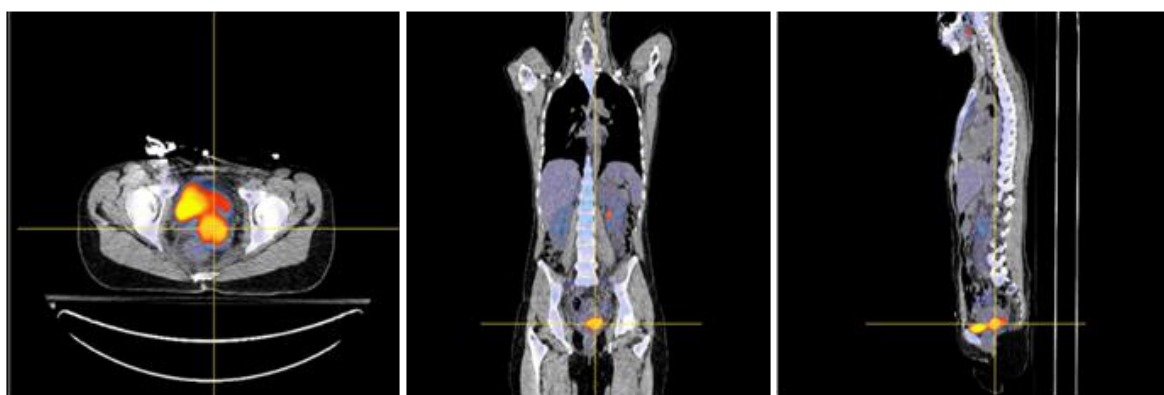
Imagens axiais, coronais e sagitais de ^{18}F -FDG PET/CT. As linhas de referência encontram-se sobre o tumor primário, o qual tem grande actividade glicolítica pelo que capta o radiotraçador.
